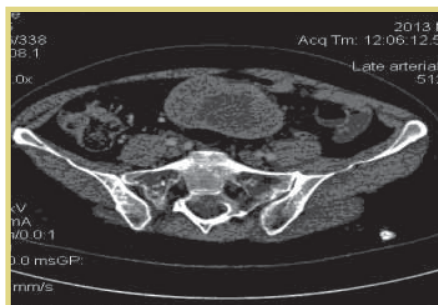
Клиническое наблюдение №2; пациентка Н., 56 лет (мать); КТ органов брюшной полости; до лечения: конгломерат внутрибрюшных ЛУ, размерами 78×51 мм
